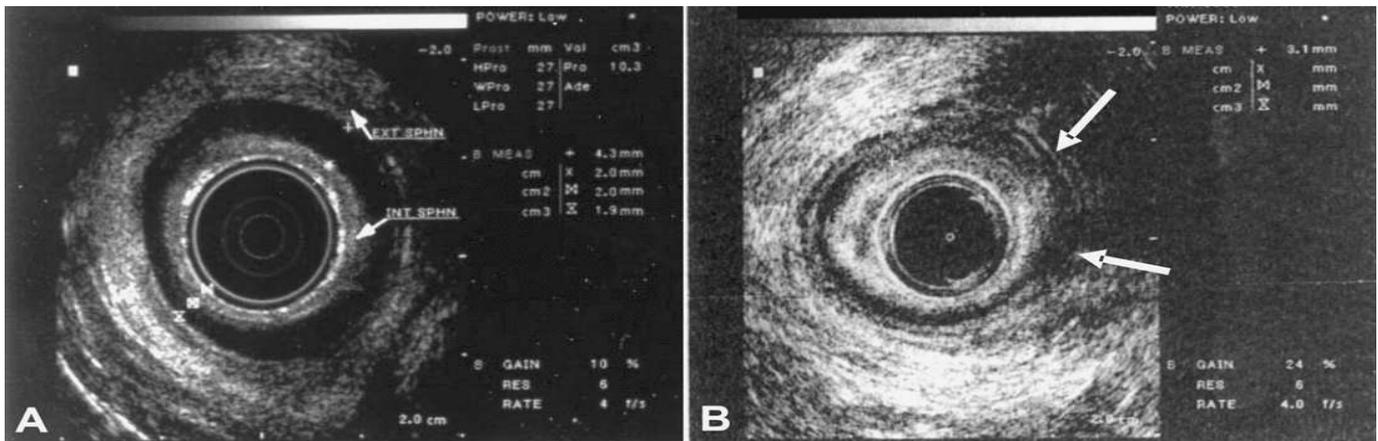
Ultrasonido endoanal en un sujeto normal (A) y en un paciente con IF y lesión extensa del EAE (B).
